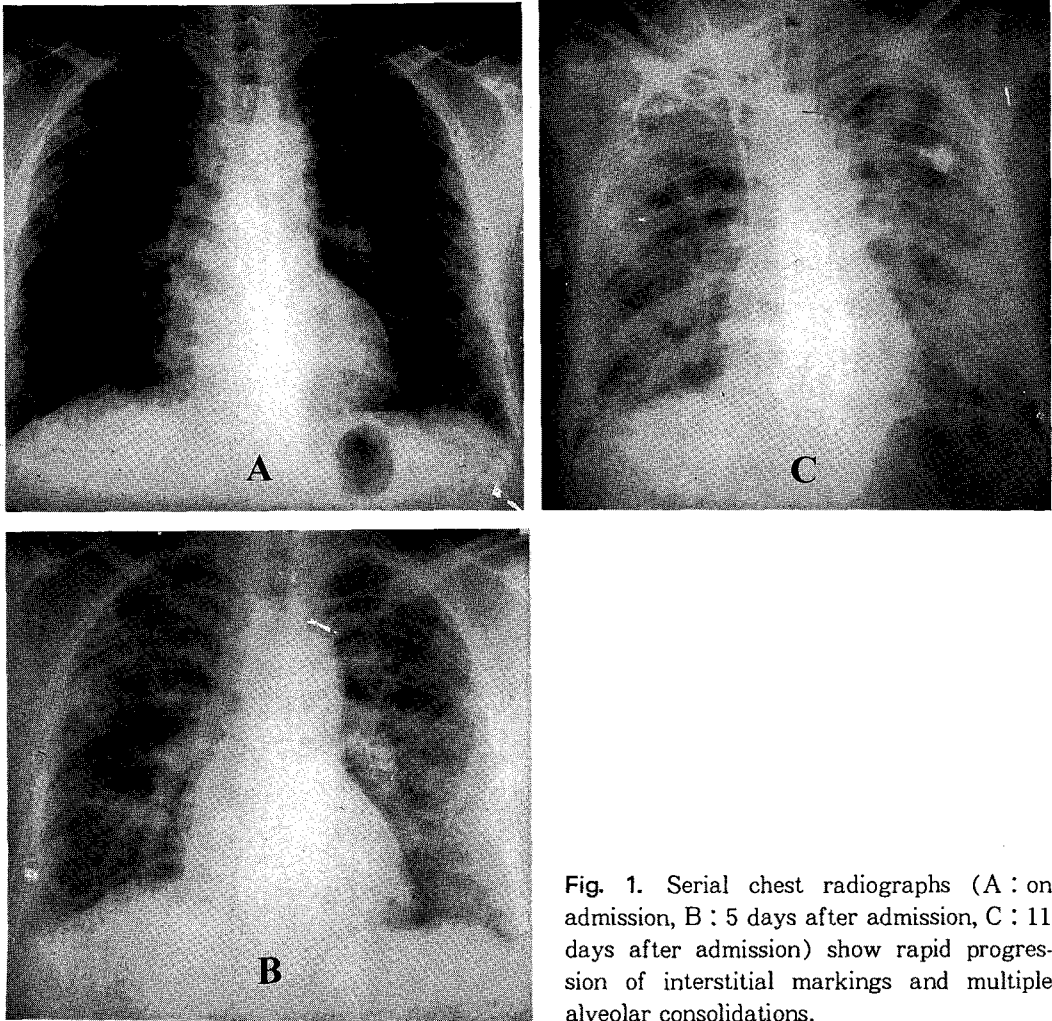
Serial chest radiographs (A : on admission, B : 5 days after admission, C : 11 days after admission) show rapid progression of interstitial markings and multiple alveolar consolidations.
